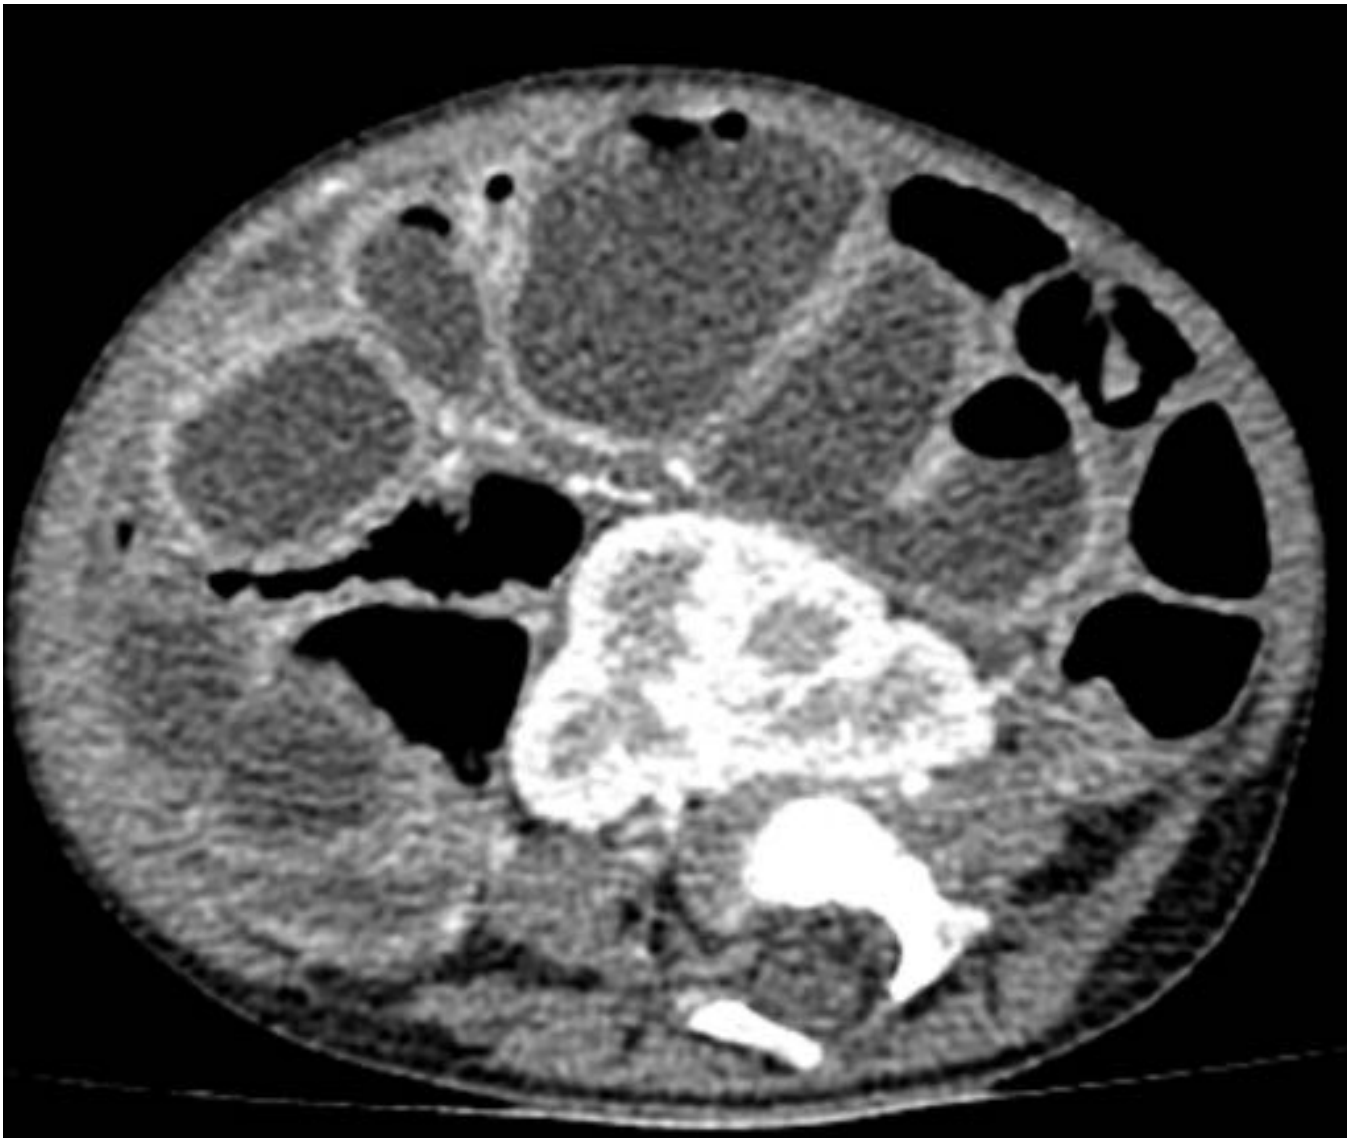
TC axial de abdomen con contraste IV. Se observan riñones fusionados en torta.
